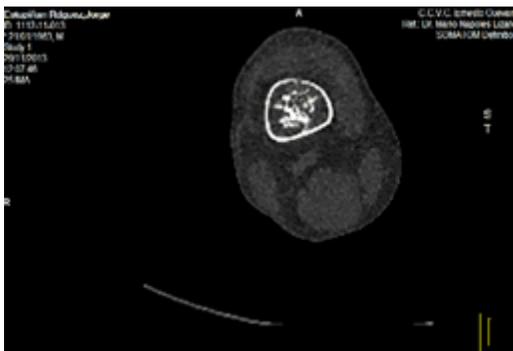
La TAC muestra lesiones hiperdensas irregulares que afectan la médula del tercio inferior del fémur de la pierna derecha, con conservación de la cortical, sin reacción perióptica y sin afectación de partes blandas, en relación a una lesión ósea benigna
